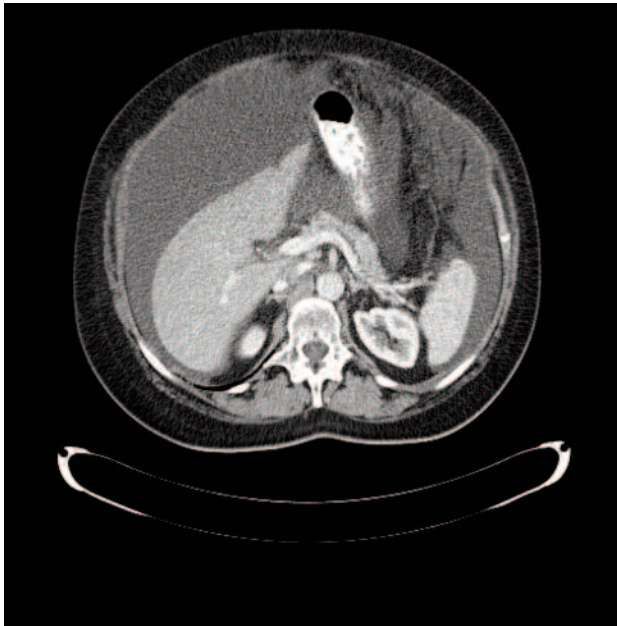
Imagem de TC TAP de (julho/2019): ascite abdominal.
